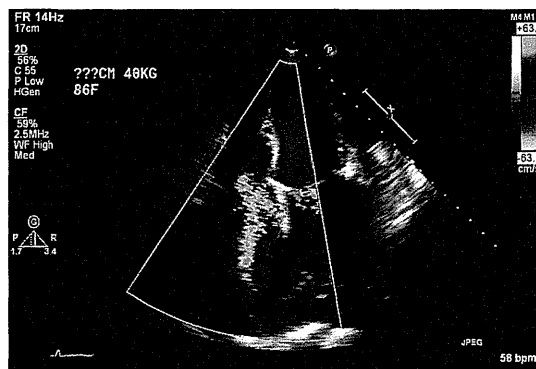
● 心エコーカラードブラ所見（心尖部四腔像）—三尖弁
